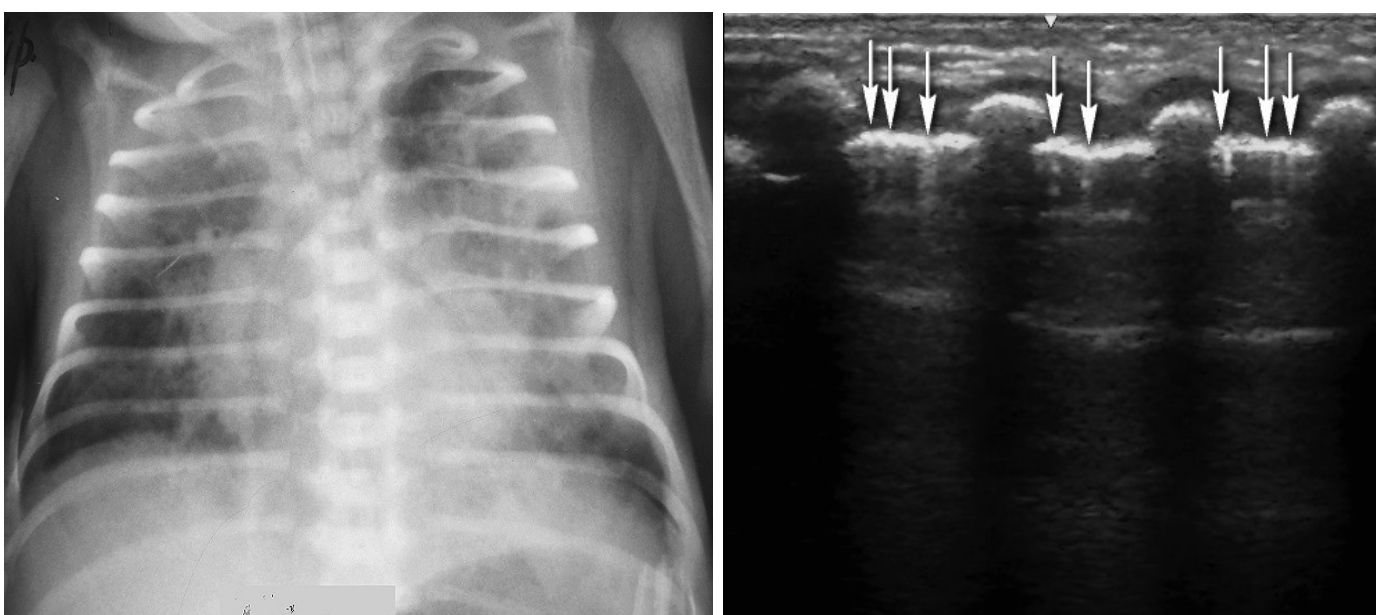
Ребенок К. с РДС III ст. (срок гестации 29 нед.). Рентгенологически определяется негетогенное снижение прозрачности легочных полей, с наличием «воздушной бронхограммы». УЗИ – наличие 3-х В-линий в одном межреберье.
